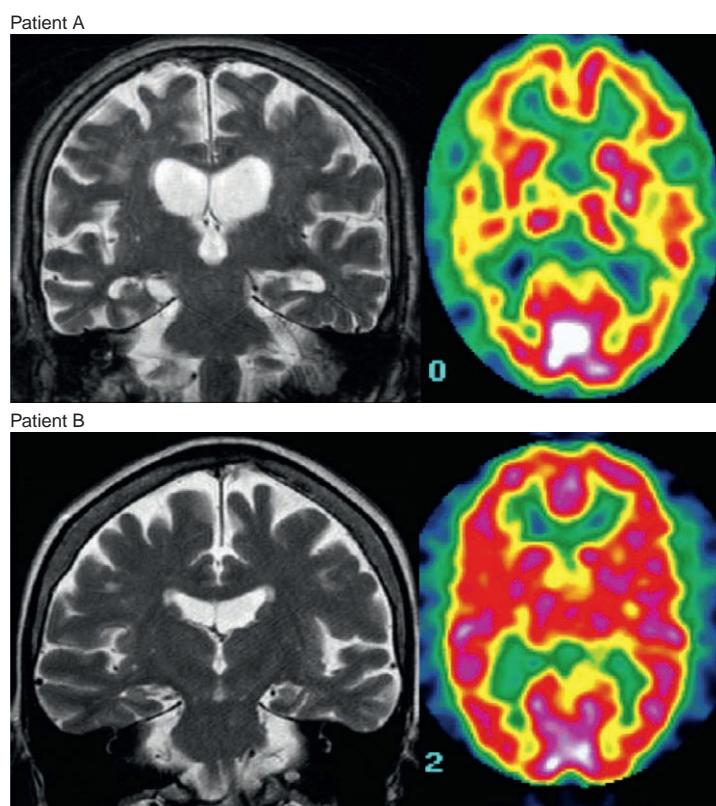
A Le patient A présente une atrophie hippocampique ainsi qu'une atrophie diffuse sur l'IRM. Et la scintigraphie montre une hypoperfusion du cortex associatif avec respect des aires primaires. (On pourrait également visualiser sur d'autres coupes de la scintigraphie une hypoperfusion temporaire interne). S'il existe des critères cliniques de syndrome démentiel et une anamnèse, un bilan neuropsychologique en faveur, ces éléments d'imagerie sont des arguments pour une maladie d'Alzheimer.
